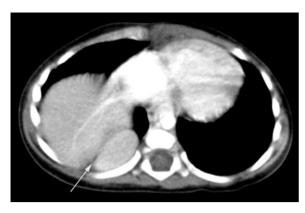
Einjähriges Mädchen mit kleiner Leberhernie. In der CT Hernierung von Lebergewebe durch das Zwerchfell (*Pfeil*) im Bochdalek-Dreieck
